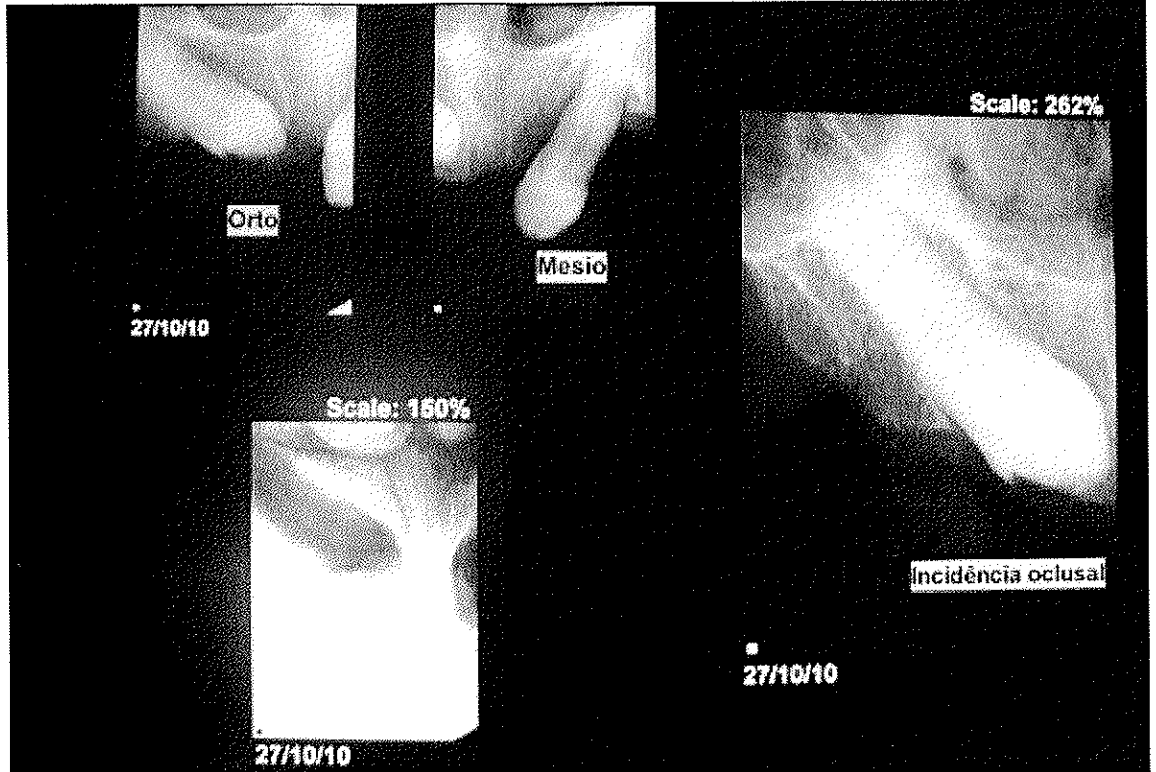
Radiografia: oclusal e técnica de Clark.
